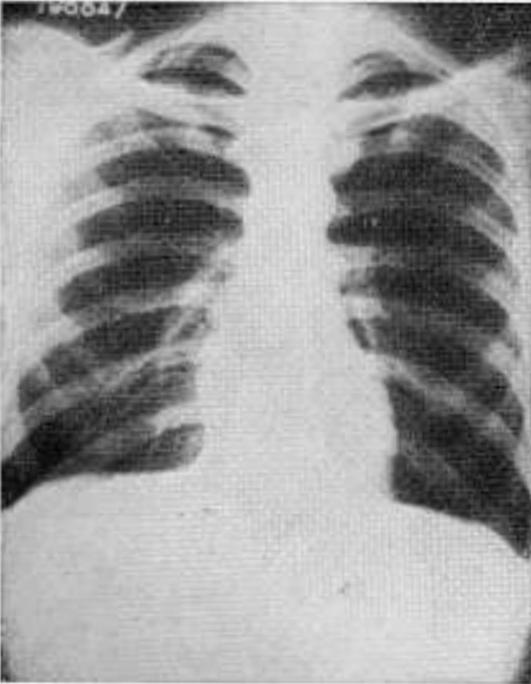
Radiografía de tórax preoperatoria. Es normal.
